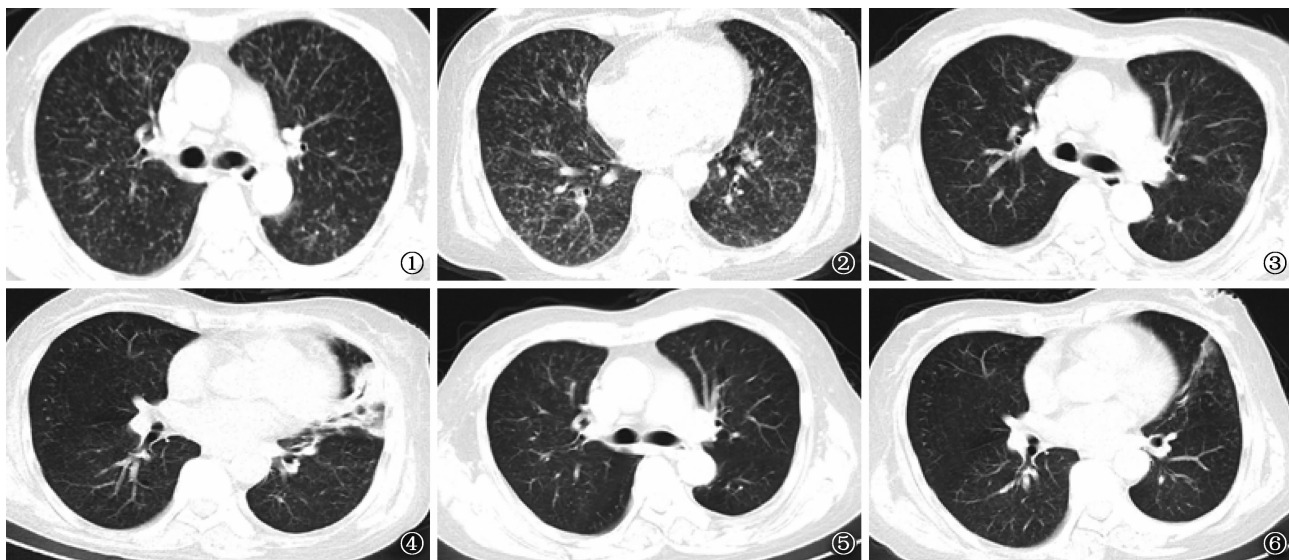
~6 患者,女,46 岁,嗜酸性粒细胞增多综合征。图 1、2 为患者入院采用糖皮质激素治疗前(2016 年 3 月 23 日)CT 检查,显示双肺弥漫结节影,主要系粟粒结节;图 3、4 为患者进行糖皮质激素治疗 10 d 后(2016 年 4 月 21 日),CT 检查显示双肺结节减少,出现舌段斑片影;图 5、6 为患者进行糖皮质激素治疗 22 d 后(2016 年 5 月 3 日),CT 检查显示双肺仅后遗少许纤维条索
